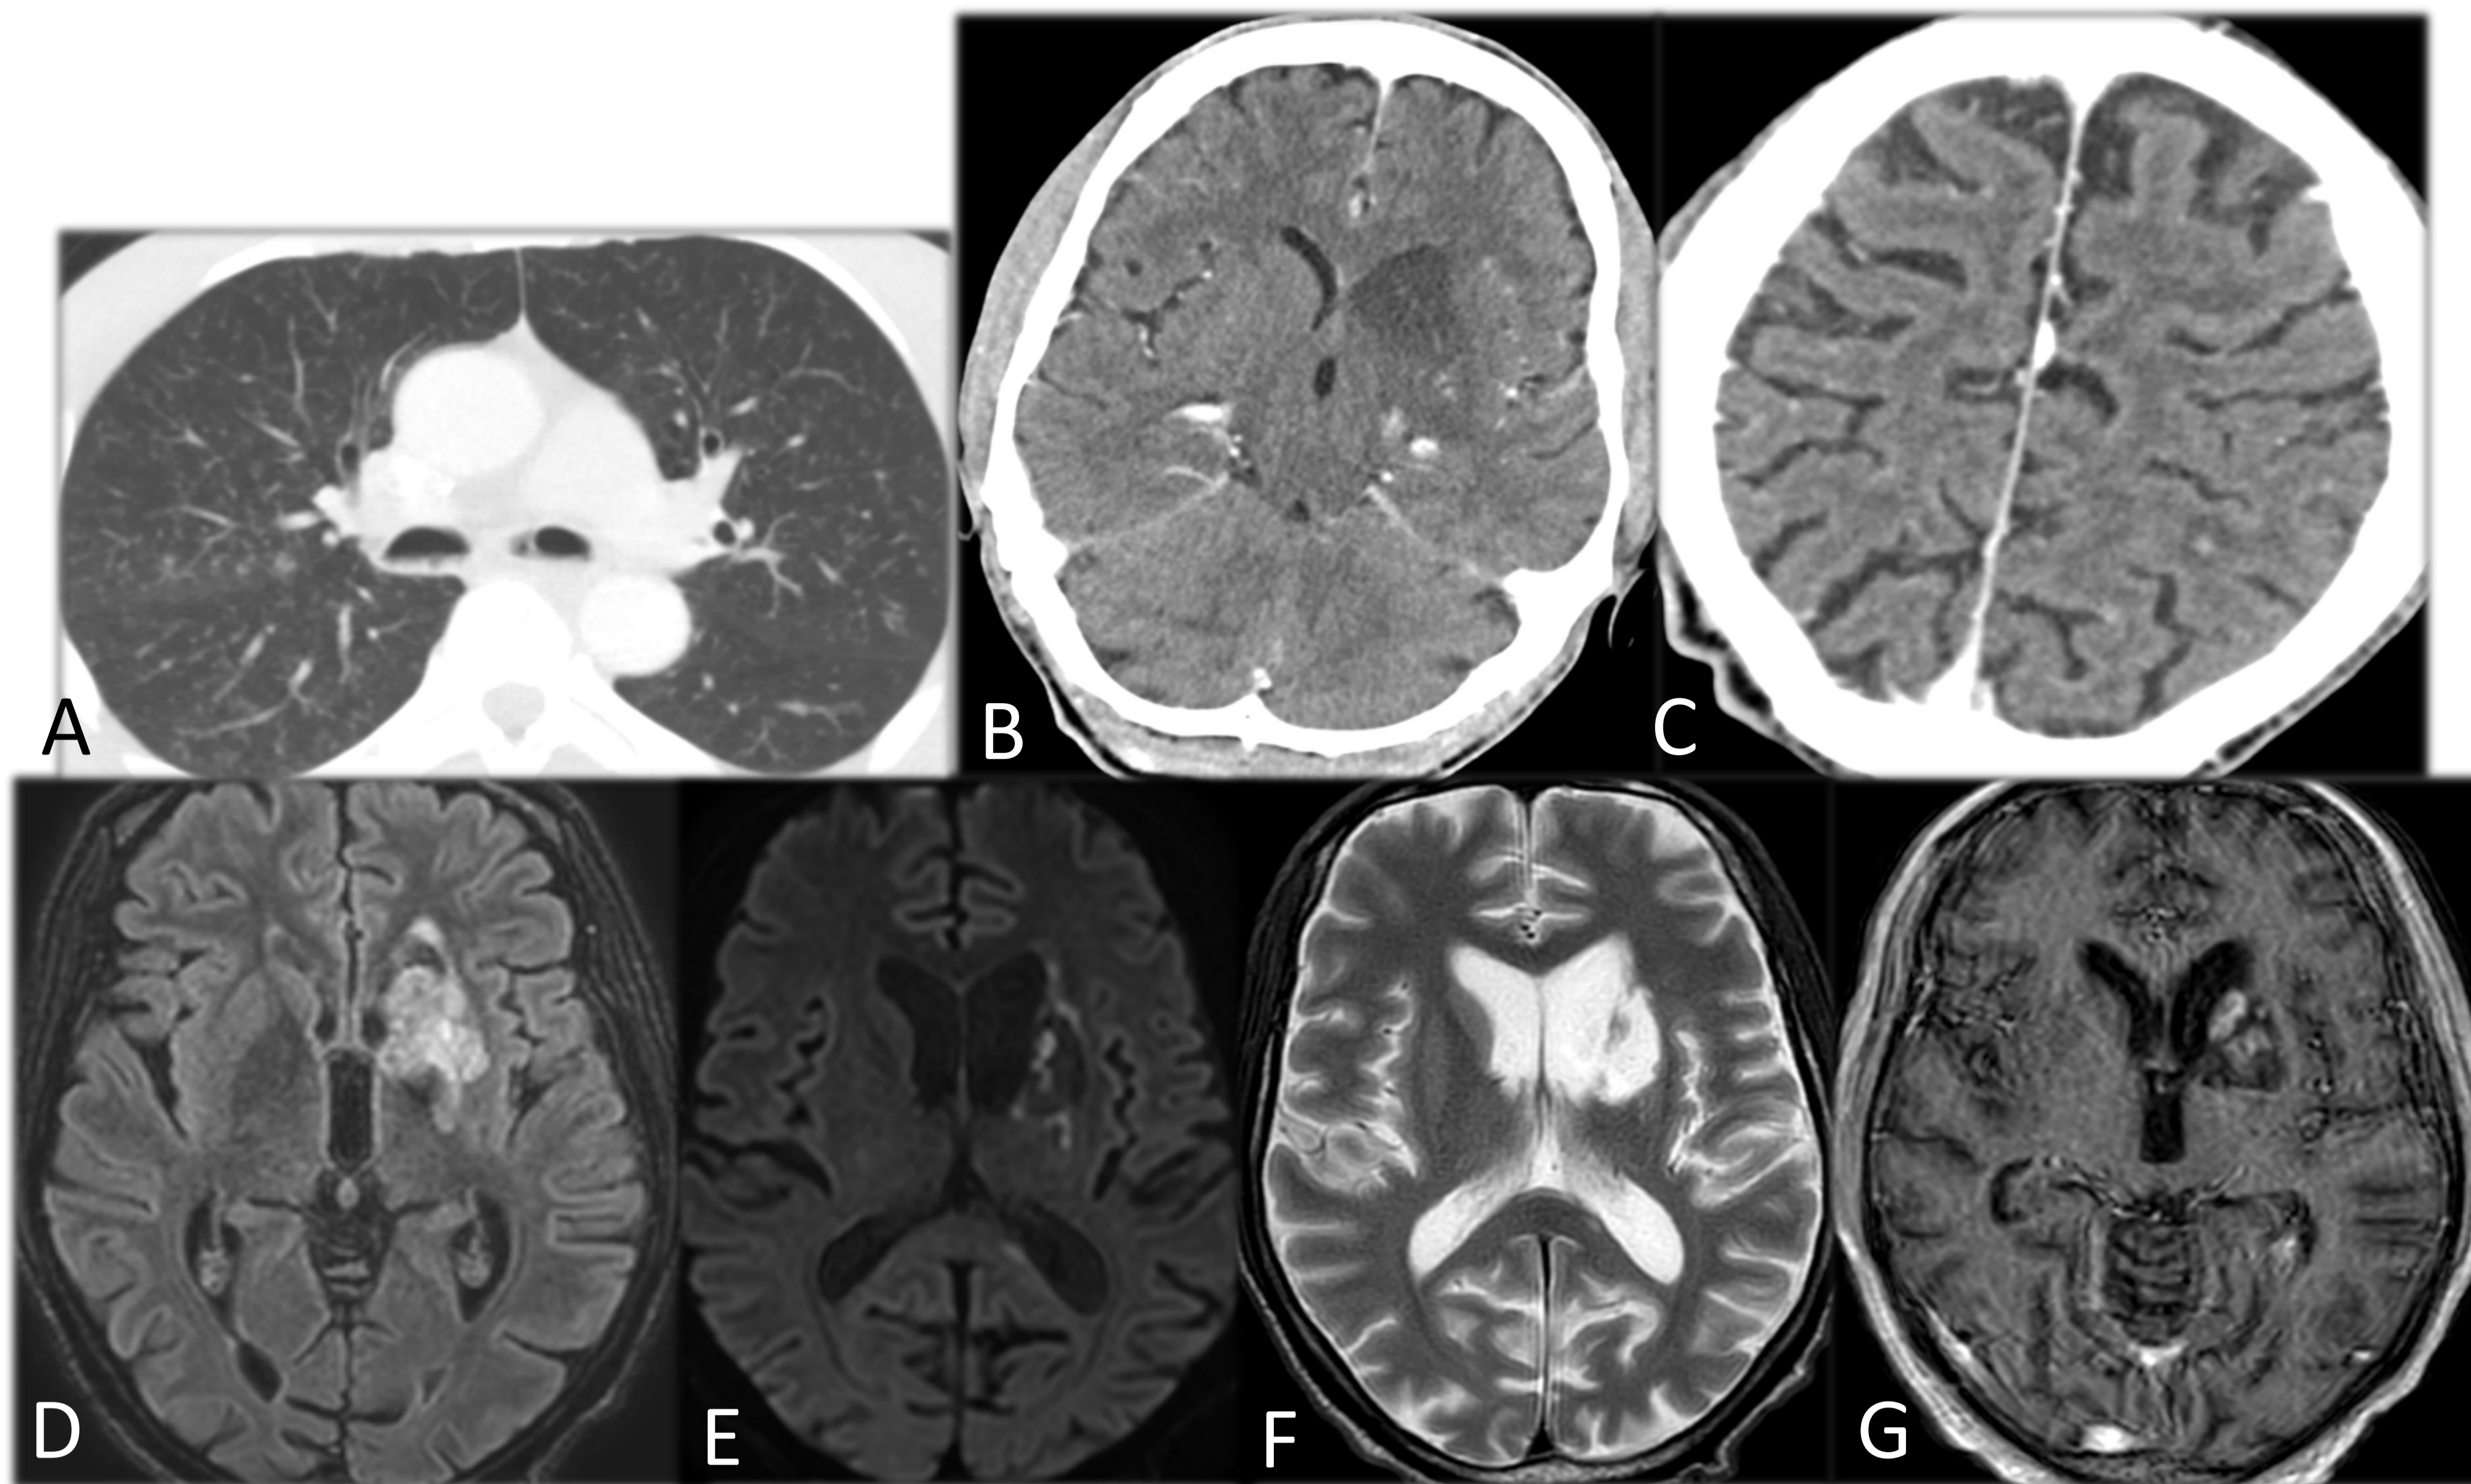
TUBERCULOSIS. A: TC torácica: patrón micronodular difuso bilateral en relación con TBC miliar. B y C: TC con CIV: Área hipodensa en ganglios basales izquierdos con extensión al núcleo caudado y obliteración del VI. Pequeñas lesiones hiperdensas en sustancia blanca. D: RM FLAIR. E: RM DIFUSIÓN. F: RM T2. G: RM CON CIV. Área hiperintensa en secuencias T2 y FLAIR en región de ganglios de la base izquierdos, sin restricción a la difusión; tras la administración de contraste paramagnético existe discreto disturbio de barrera hematoencefálica. Compatible con proceso isquémico en evolución. Captación meníngea irregular.
